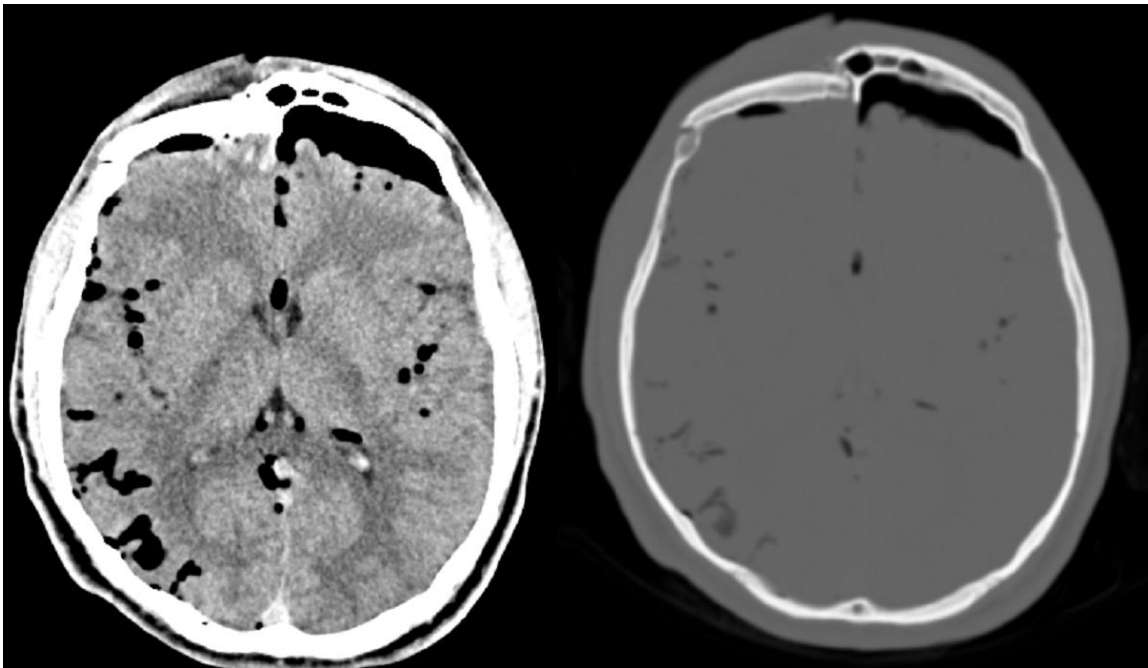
Paciente masculino de 23 años con diagnóstico de TCE leve. a) Corte axial de tomografía de cráneo simple en ventana para parénquima cerebral donde observamos la presencia de neumoencéfalo difuso y contusiones hemorrágicas frontales derechas. b) Ventana ósea donde se aprecian trazos de fractura en hueso frontal. Cortesía del departamento de Imagenología del Hospital General de Mexicali.
